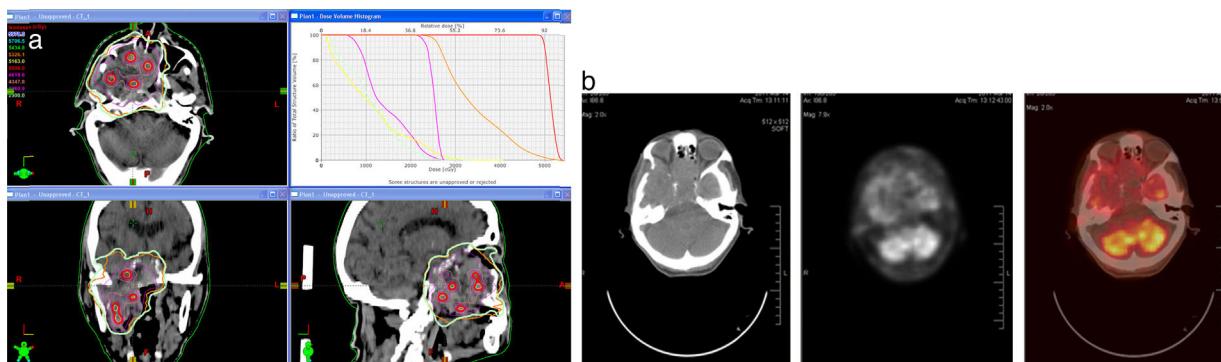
Mujer de 92 años con carcinoma de células claras de antro maxilar derecho con invasión del lóbulo temporal derecho y silla turca, así como fosa craneal media derecha y órbita ipsilateral, con masa adyacente y probable invasión de músculos extraoculares. Intenso dolor en región afectada. a) *Planning* de tratamiento (septiembre de 2010): SBRT. DT 25 Gy (5 Gy por fracción en 5 fracciones). b) PET-TC de seguimiento (septiembre de 2010): disminución del tamaño y actividad metabólica de la lesión. Asintomática.
